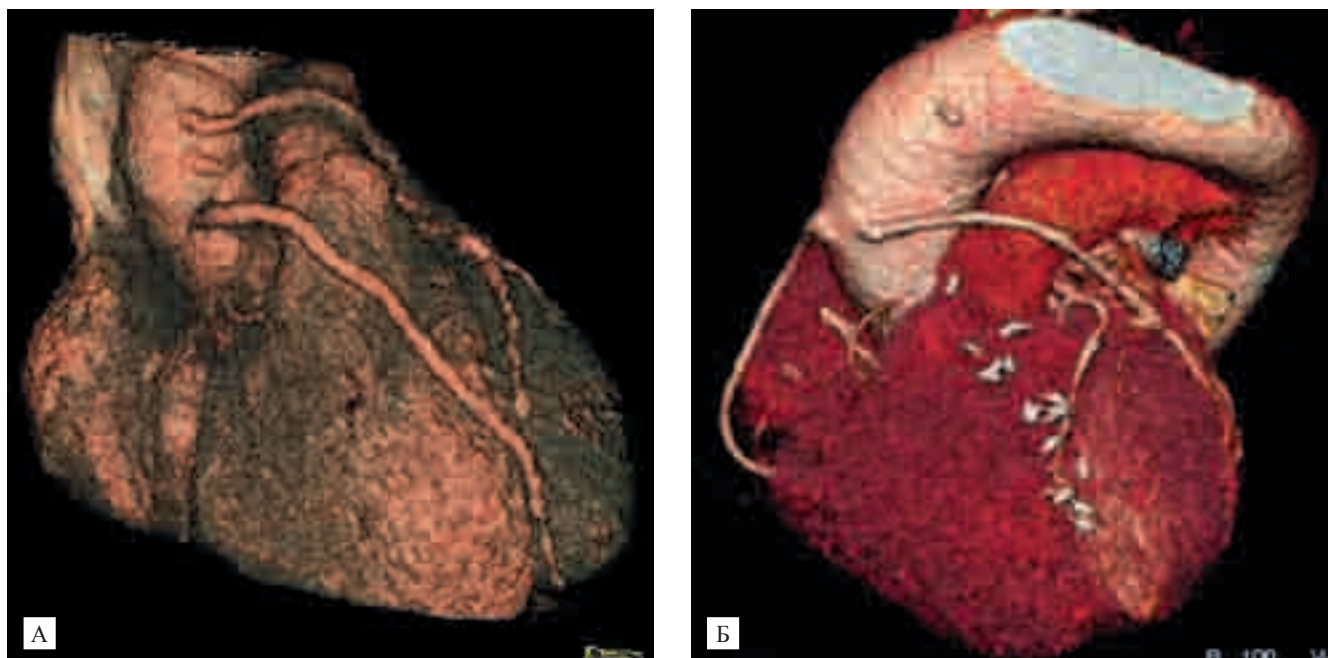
МСКТ, VRT. А – тромбоз аутовенозного шунта к диагональной ветви ЛКА. Б – окклюзия маммарного анастомоза с ПМЖВ
